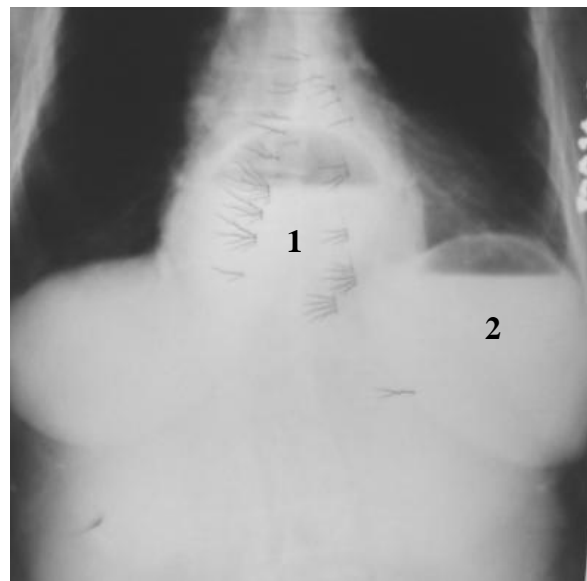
Radiografie abdominală în incidență postero-anterioară – se remarcă cele două nivele hidroaerice supradiafragmatic (1) și subfrenic (2)
